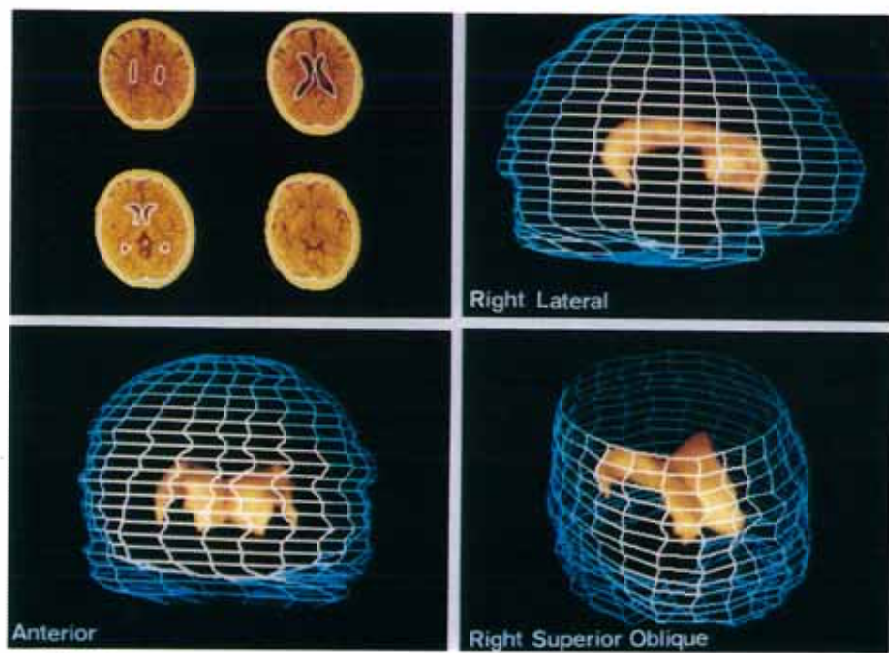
Three dimensional display of brain and lateral ventricle. Upper left shows original brain CT images and contours of brain and ventricle. Brain and ventricle are represented as wire-frame and brown solid models respectively.
